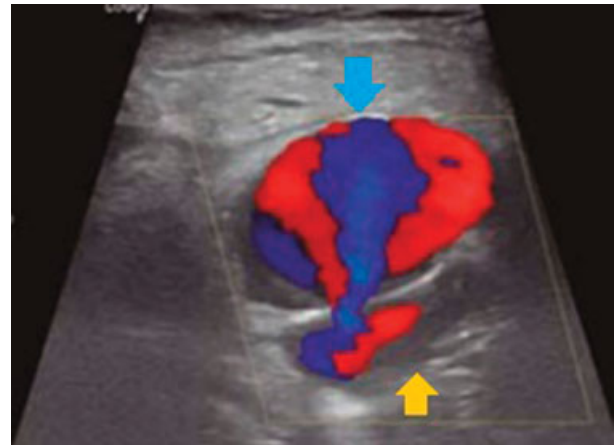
Tras hematoma púlsatil en el sitio de la punción femoral se realiza ultrasonido *doppler* que confirma la presencia de pseudoaneurisma (flecha azul), de la arteria femoral parenteral (flecha amarilla).
